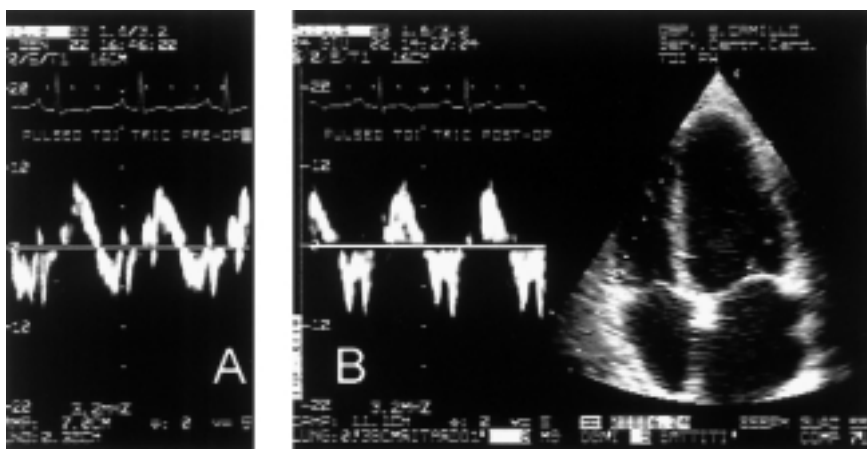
Studio Doppler pulsato tissutale della parete libera del ventricolo destro. Analisi delle velocità diastoliche prima (A) e dopo (B) l'intervento di pericardiectomia. Si evidenzia l'aumento delle velocità nell'esame postoperatorio.
